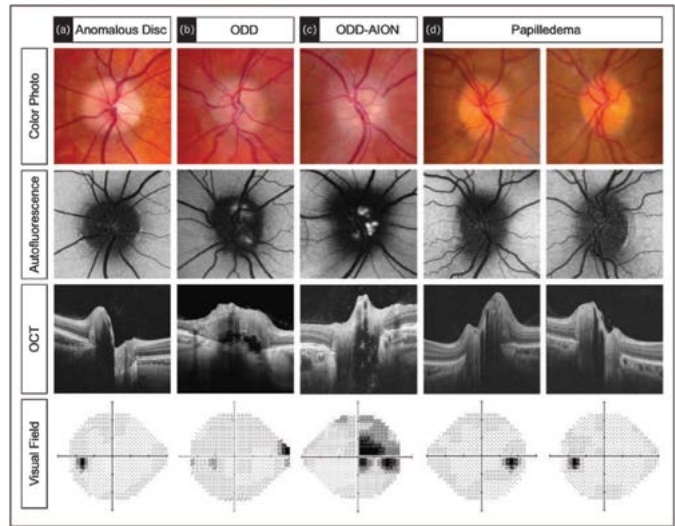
Пример мультимодального офтальмологического обследования пациентов с отеками ЗН различной этиологии. Сверху вниз данные следующих выполненных обследований: фотофиксация картины глазного дна, автофлюоресценция, оптическая когерентная томография, периметрия. А – аномалия развития ДЗН, В – друзы ДЗН, С – друзы ДЗН, осложненные передней ишемической оптиконеуропатией, D – ЗДЗН [28]
